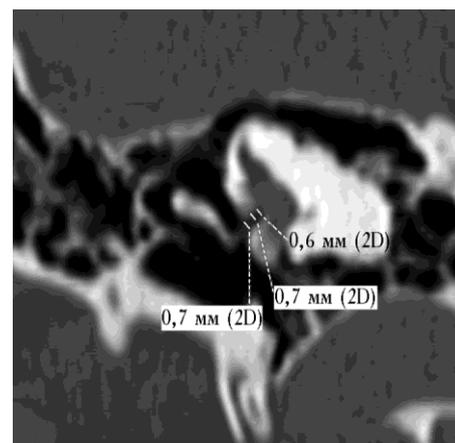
Томограмма пациента В., 21 год. Длина линии, проведенной по подножной пластине стремени, составляет 0,6 мм; линии, проведенной в середине ниши окна преддверия — 0,7 мм; линии, проведенной на «выходе» ниши окна преддверия — 0,7 мм
